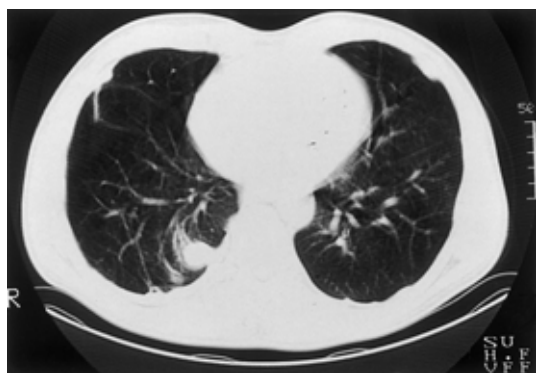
Chest CT films obtained in June 1997 showing the "comet-tail sign" and a further decrease in size.
